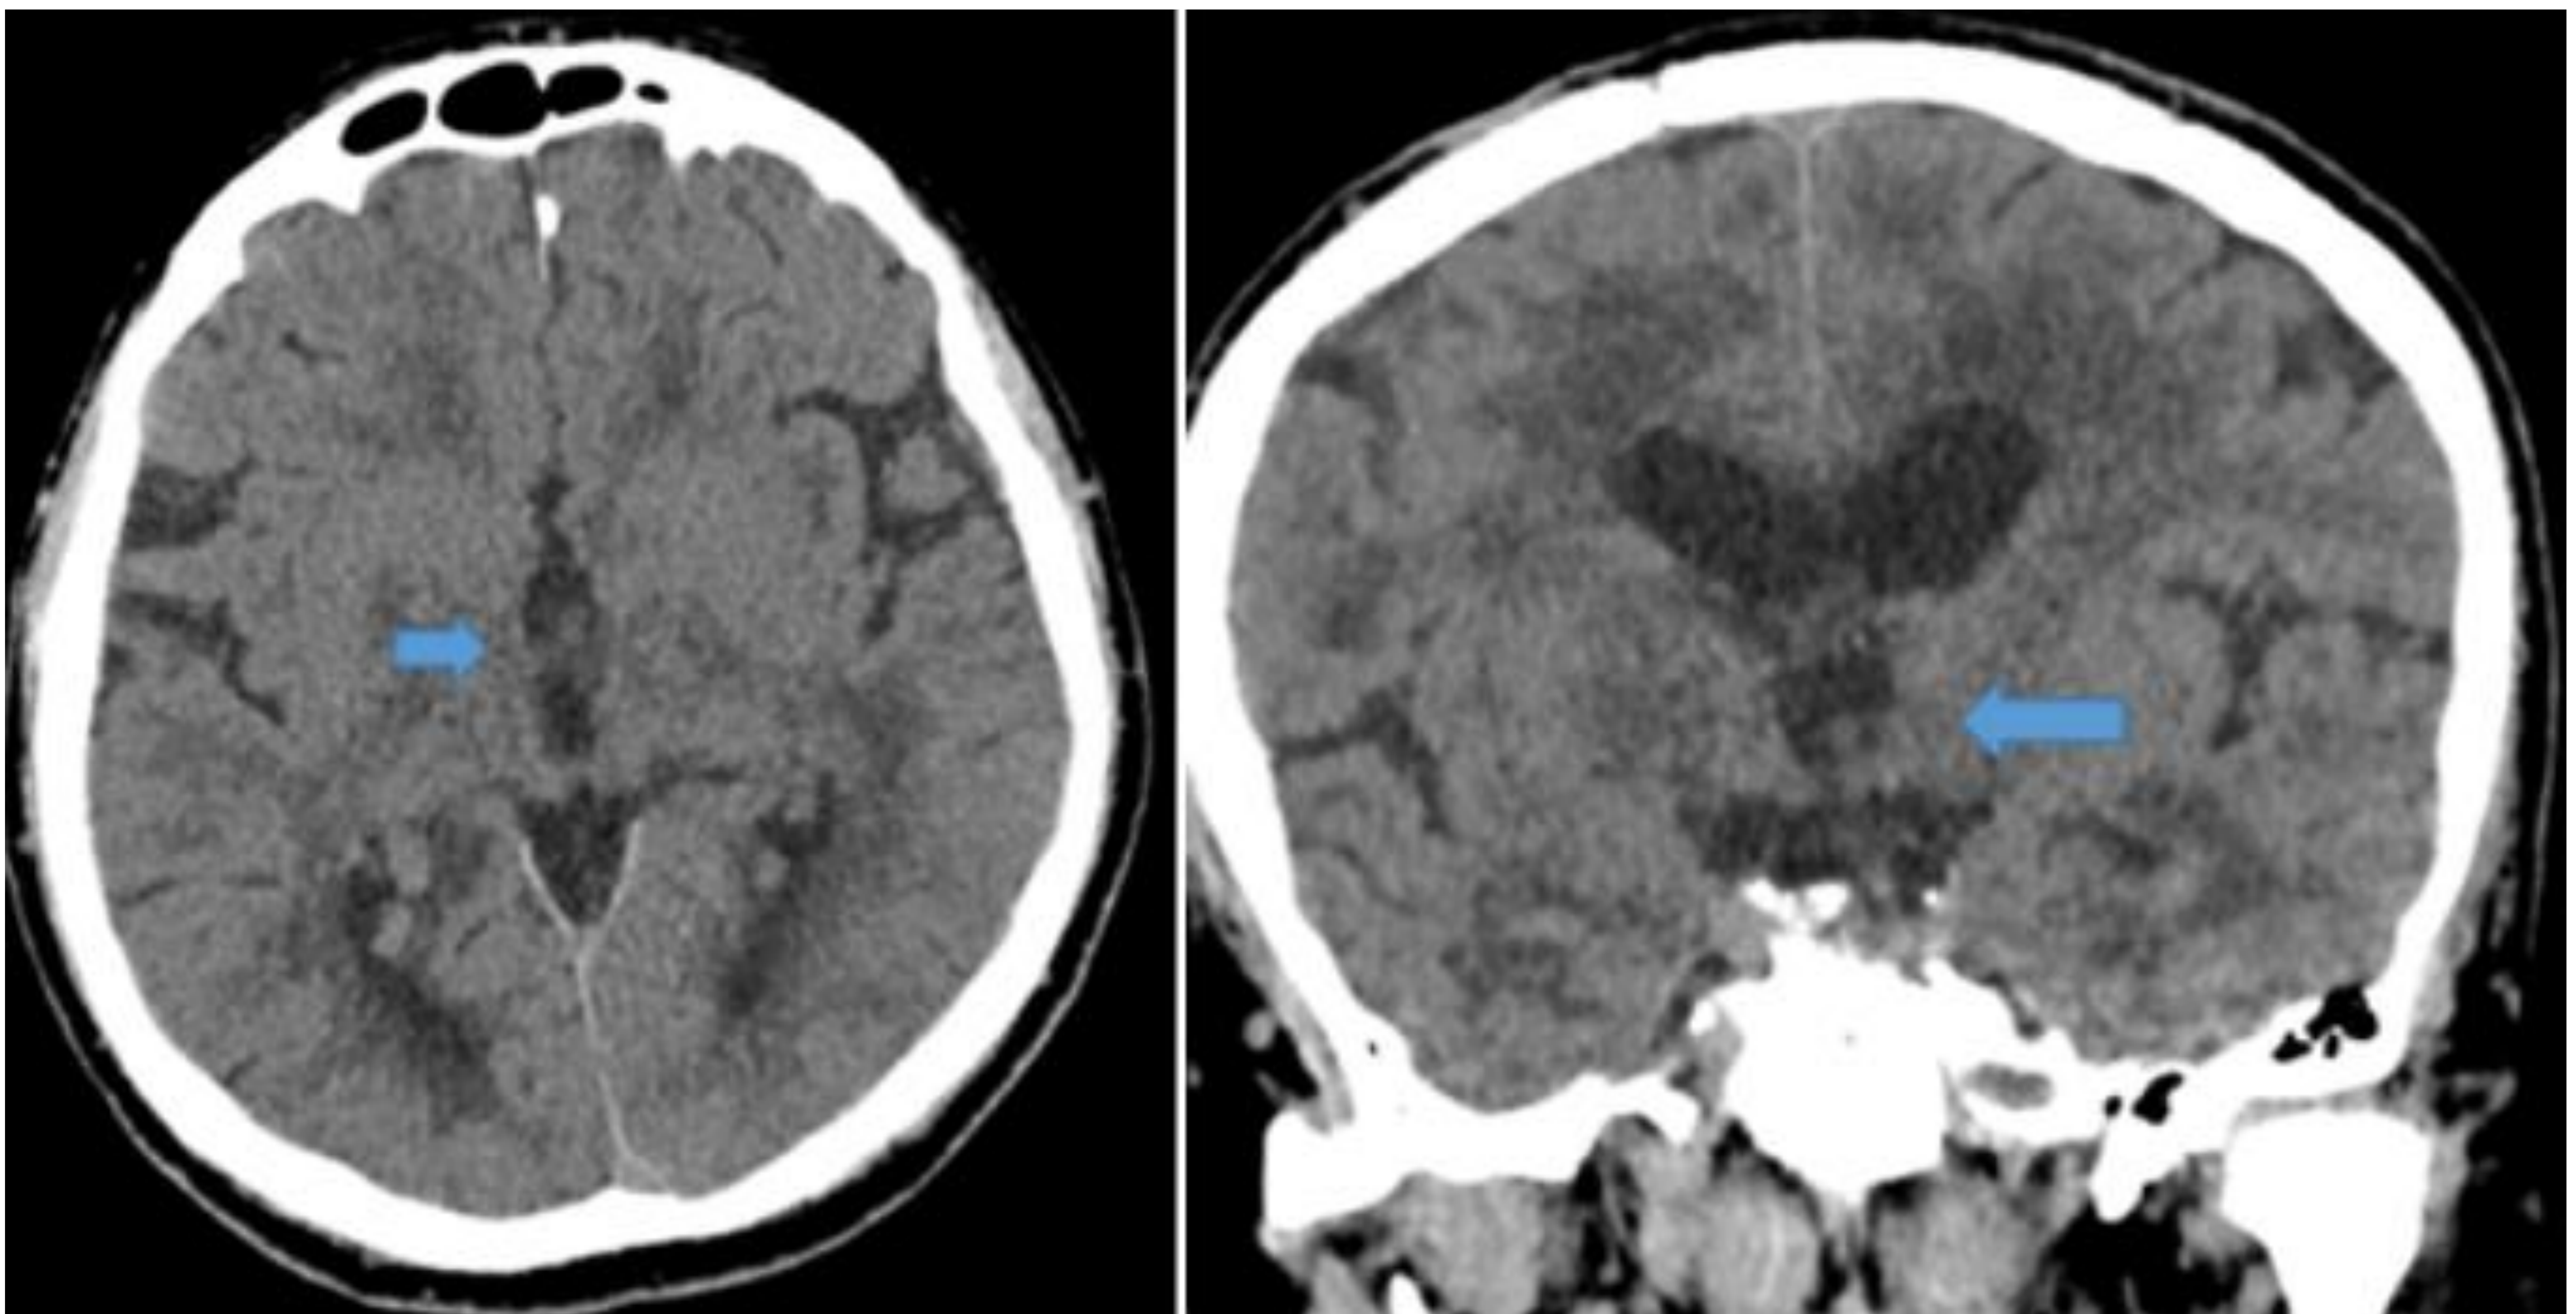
Metástasis. Tomografía computarizada. Múltiples lesiones nodulares e irregulares intraventriculares, incluyendo lesiones del III ventrículo, son hipoatenuantes en comparación con la sustancia gris.
